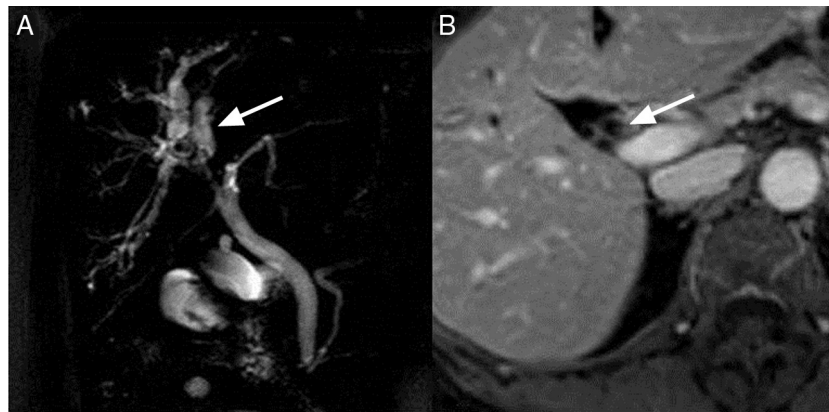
A) Imagen de colangiografía donde se muestra dilatación de la vía biliar intrahepática derecha sin objetivarse causa de obstrucción. B) Imagen de resonancia magnética donde se observa engrosamiento de la pared de la vía biliar.
